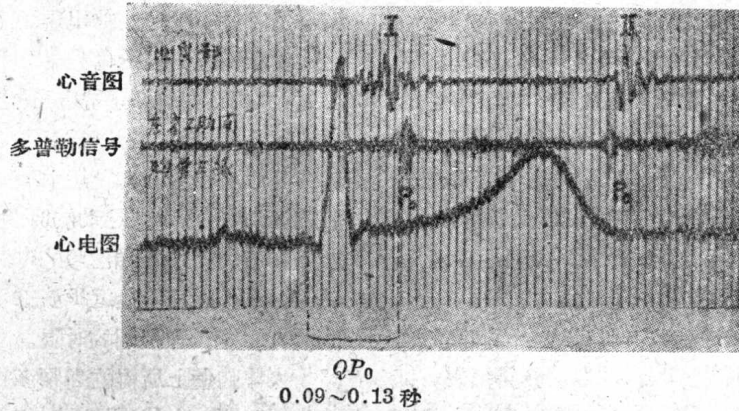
与肺动脉瓣有关的高频超声多普勒信号, P_0 为肺动脉瓣开放, P_c 为肺动脉瓣关闭, P_c 的終了与第二心音的开始相一致(30岁正常人)。
